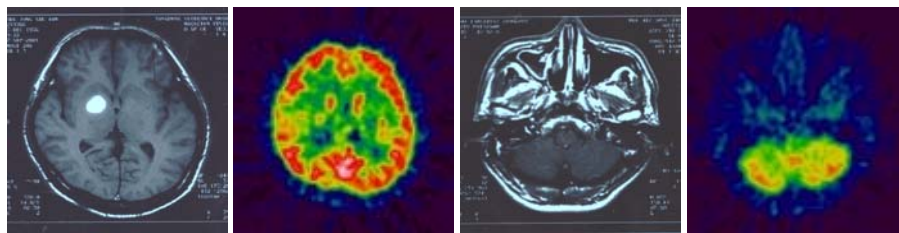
The PET images of the lesions around basal ganglia without involvement of centrum semiovale.
